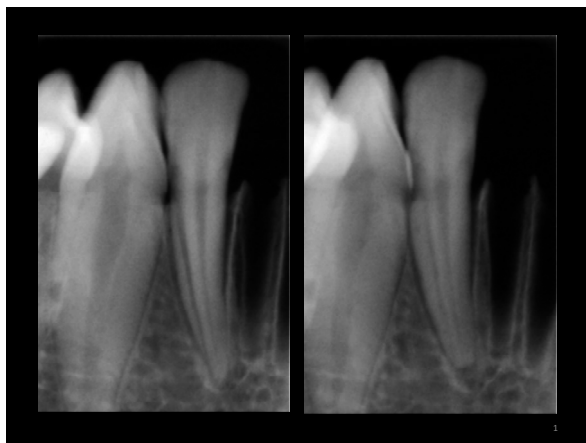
Apresentação no Power Point da radiografia digital
